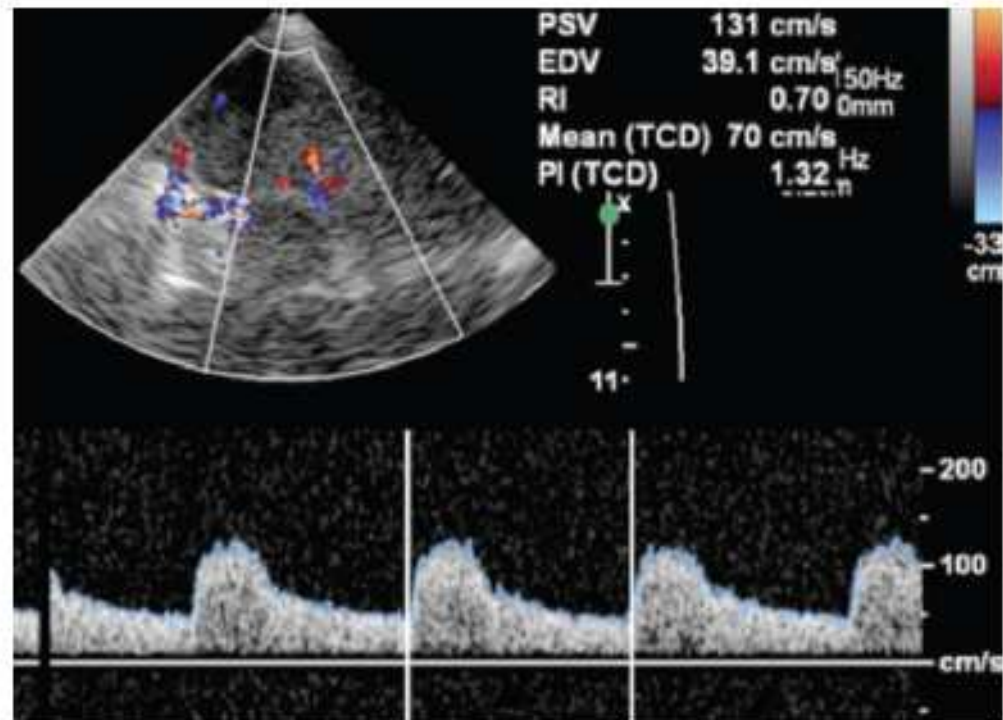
Duplex Doppler image and spectral waveform show the velocity of blood flowing within the PCA. The PSV, EDV, MFV, and resistive index (RI) are automatically calculated from the waveform. *PI* = pulsatility index, *TCD* = transcranial Doppler.
